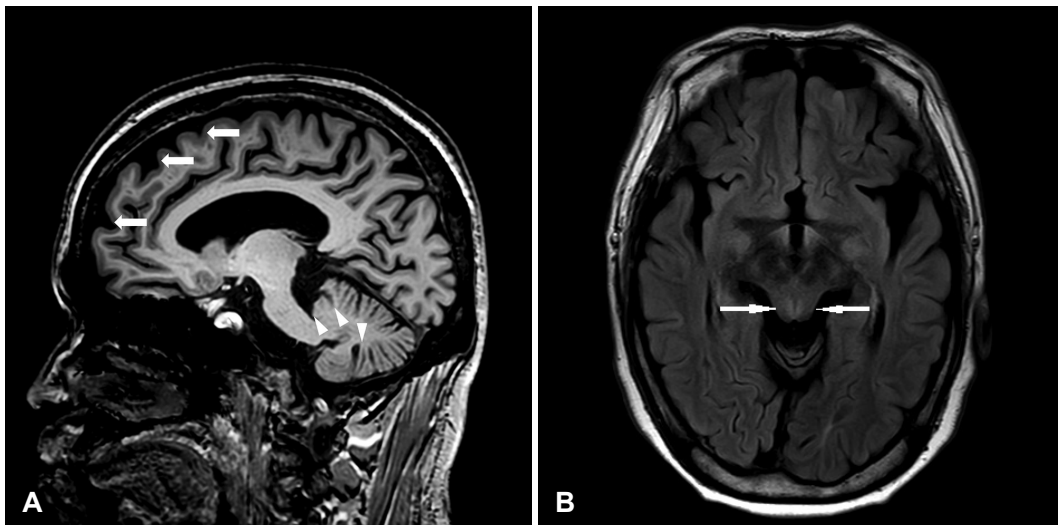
Brain magnetic resonance imaging (MRI). A: T1-weighted sagittal view shows cerebral volume loss (arrows) and cerebellar atrophy (triangles) compared to the patient's age. B: Brain MRI T2-weighted fluid attenuated inversion recovery image shows hyperintensity around periaqueductal area (arrow).
